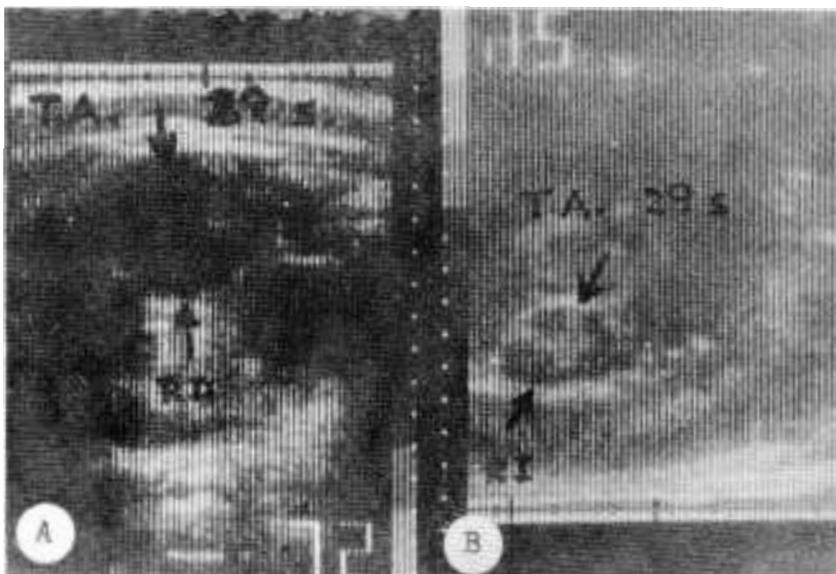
Ultrasonografía fetal en la 29ª semana de gestación. A, riñón derecho sustituido por gruesa imagen anecogénica. B, riñón izquierdo normal, pueden apreciarse al centro sus cavidades no dilatadas y en su periferia la imagen clara de la grasa perirrenal.
